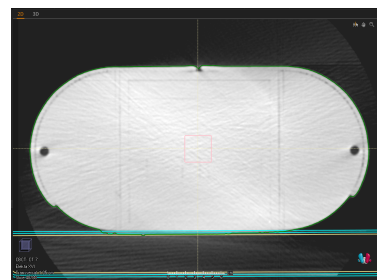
CBCT du fantôme pelvis avec un bolus de 5mm
